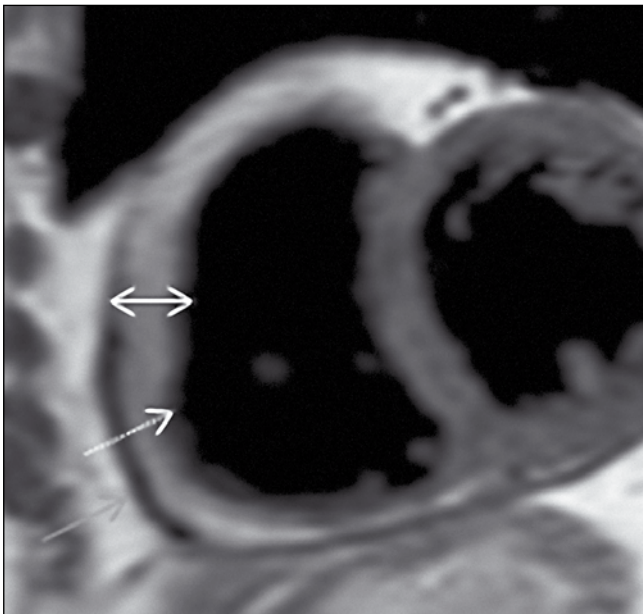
МРТ серця, коротка вісь ЛШ, режим T2-зважених зображень: виражений шар епікардіальної жирової клітковини (подвійна стрілка), межа з передньою стінкою ПШ прослідковується фрагментарно, ймовірна жирова інфільтрація зовнішніх відділів (пунктирна стрілка), фіброзований парієтальний листок перикарда (стрілка проста)
